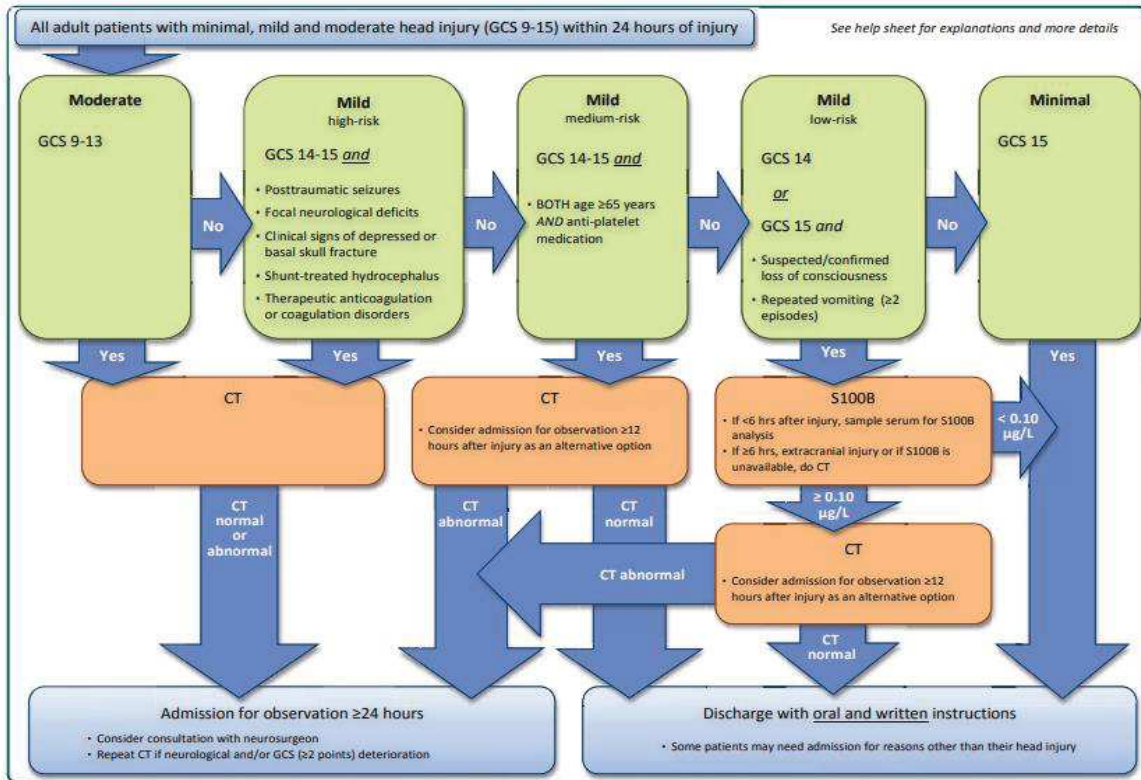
Algorithme de prise en charge des traumatismes crâniens minimes, légers ou modérés, selon les recommandations scandinaves (29). GSC : Glasgow ; CT : tomodensitométrie cérébrale.
